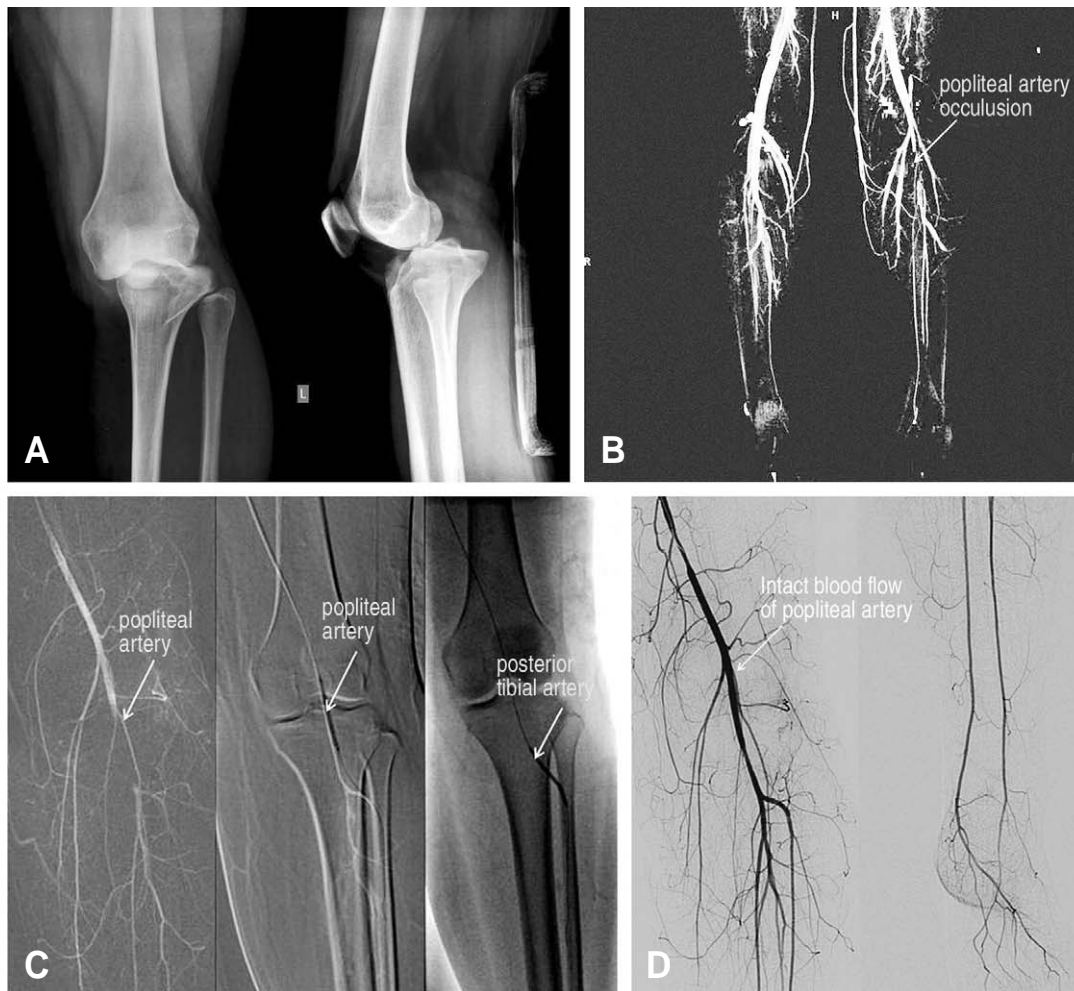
(A) The simple x-rays showed dislocated knee joint and reduced state after manual method. (B) The obstruction of popliteal artery flow was detected on computed tomography (CT) angiogram. (C) Recanalization procedure was made with endovascular intervention; first figure demonstrated guide insertion procedure, and showed occlusion of popliteal artery and posterior tibial artery. Second and third figure showed balloon angioplasty of popliteal artery and posterior tibial artery, respectively. (D) Intact blood flow of popliteal artery was showed on trans-femoral angiogram at post-trauma 1 day.
